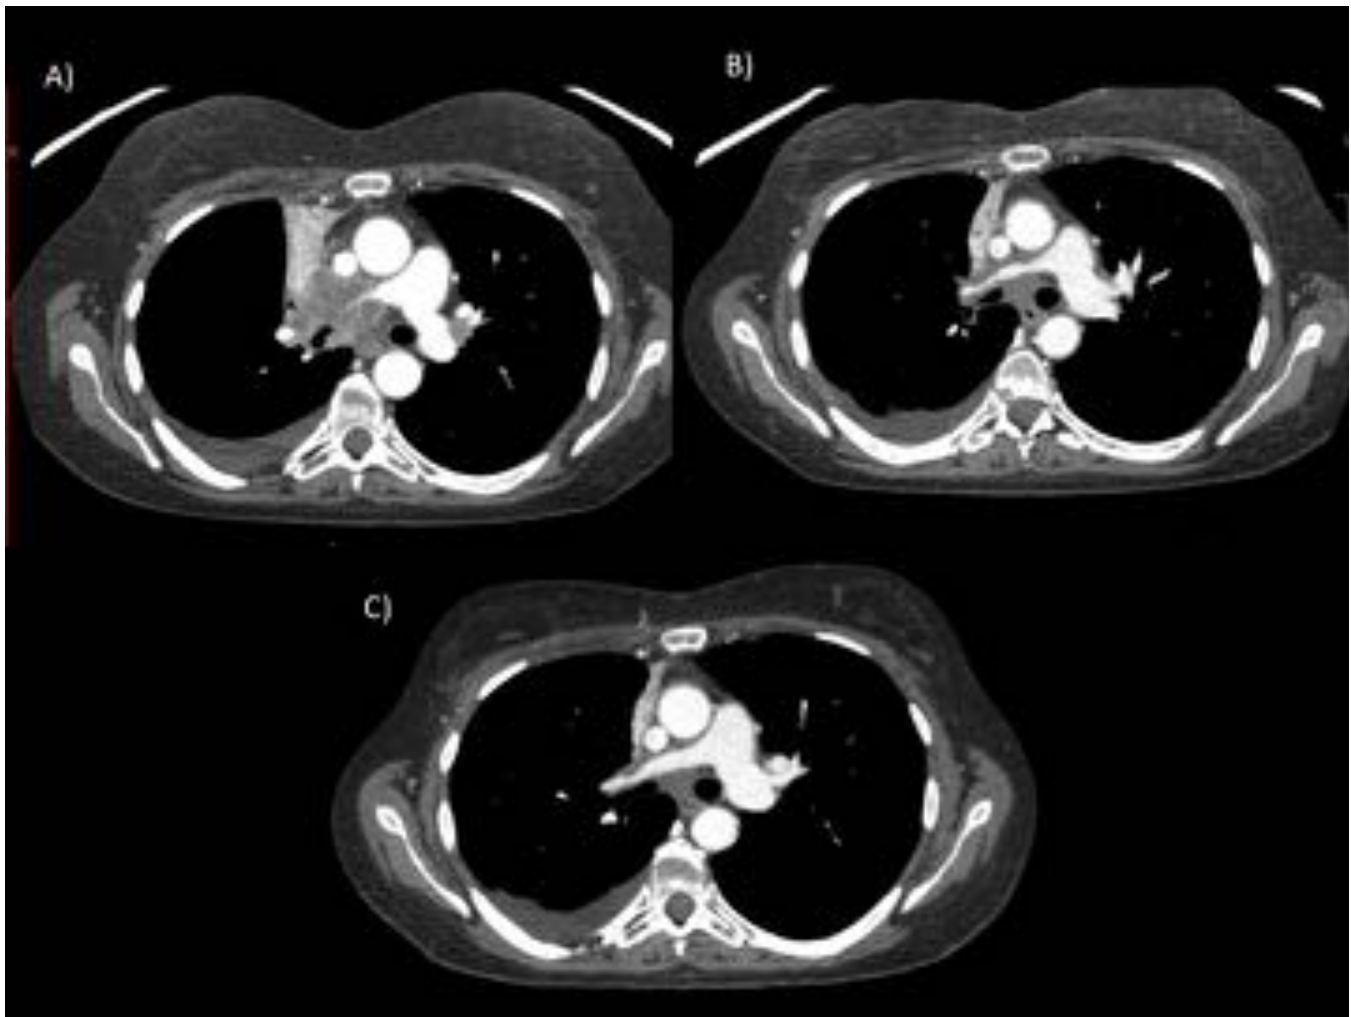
A) TC screening: masa parahiliar derecha que rodea a la vena cava superior y arteria pulmonar derecha. Estenosis del bronquio lobar superior derecho y atelectasia completa del LSD. Derrame pleural derecho. B) TC 6ª semana: Disminución del tamaño y atenuación de la lesión parahiliar derecha, con menor afectación de la arteria pulmonar derecha. Disminución de la atelectasia y persistencia del derrame pleural. C) TC 12ª semana: Tendencia a la disminución del tamaño de la lesión.
